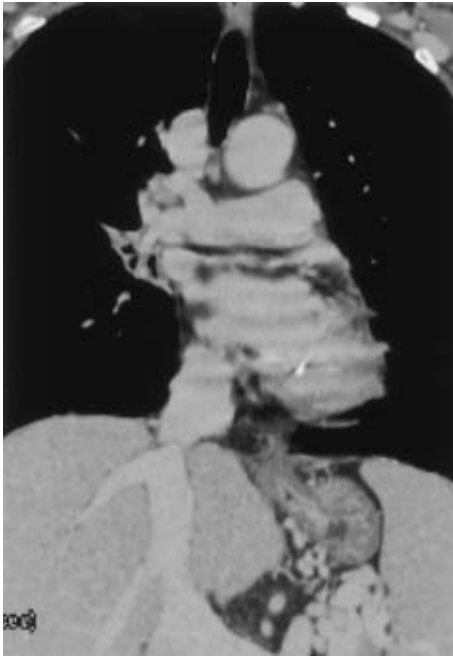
Chest enhanced CT shows the membranous obstruction in the inferior vena cava at the level of the diaphragm.
